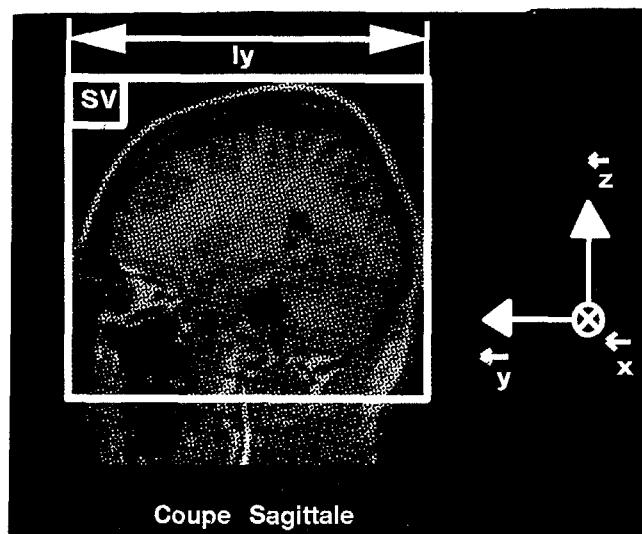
Coupe sagittale IRM (imagerie par résonance magnétique) du cerveau ; une enveloppe parallépipédique SV est déduite à partir de la détection des bords du crâne par analyse de l'histogramme d'intensité.
